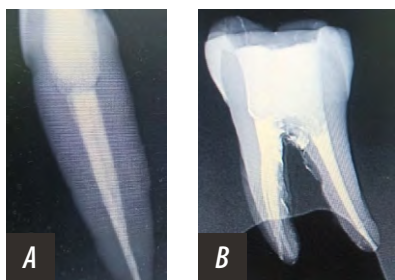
Рентгеновский снимок зуба, запломбированного «АН Plus»: А — верхний резец, В — нижний второй моляр
